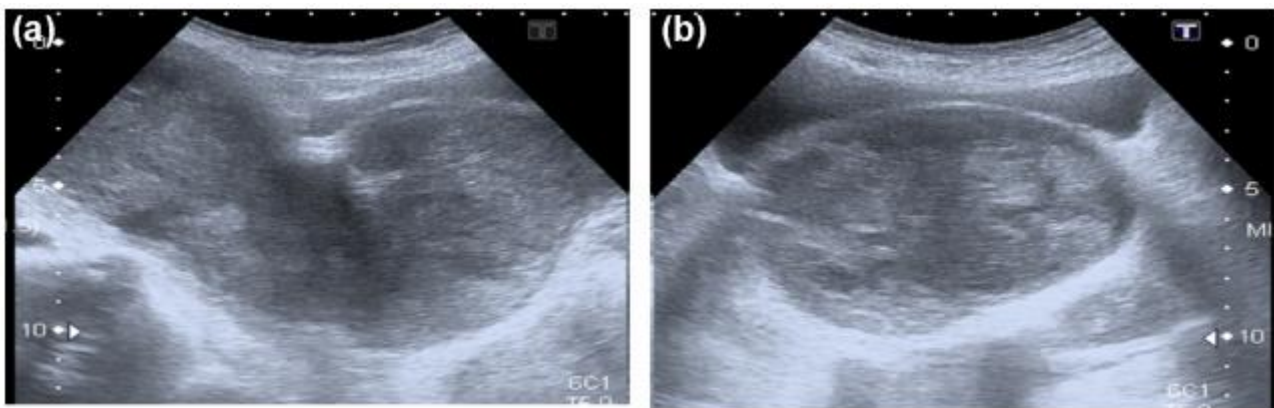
échographie pelvienne en coupe sagittale (a) et axiale (b) en faveur d'un sarcome utérin
